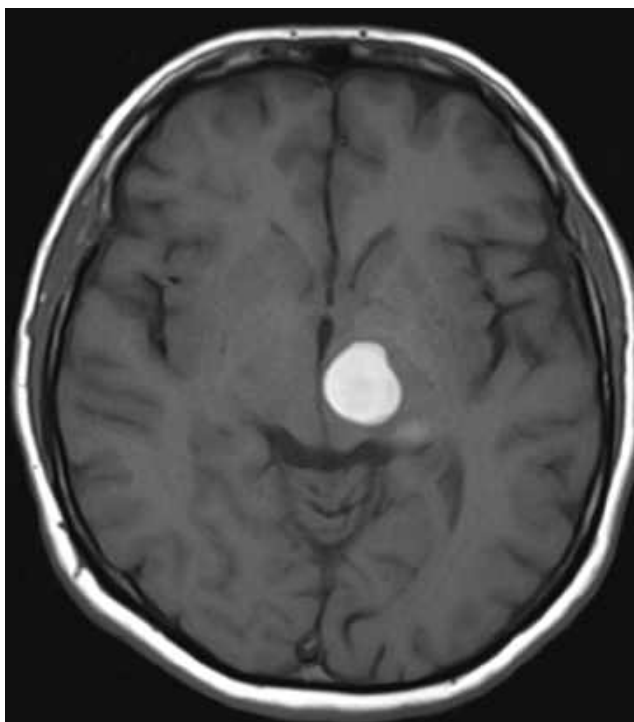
МРТ головного мозку (T1 ЗЗ, аксіальний зріз). Рис. 3.3.5. МРТ головного мозку (T2 ЗЗ, коронарний зріз). Кавернома Кавернома таламічної ділянки — медіальних відділів лобової частки — характерний гіперінтенсивний гіперінтенсивний центр з сигнал на T1 ЗЗ (спостереження гіпоінтенсивним обідком на T2 ЗЗ №17, хвора Р-о, історія хвороби (спостереження №37, хвора Б-ь, історія №958).
